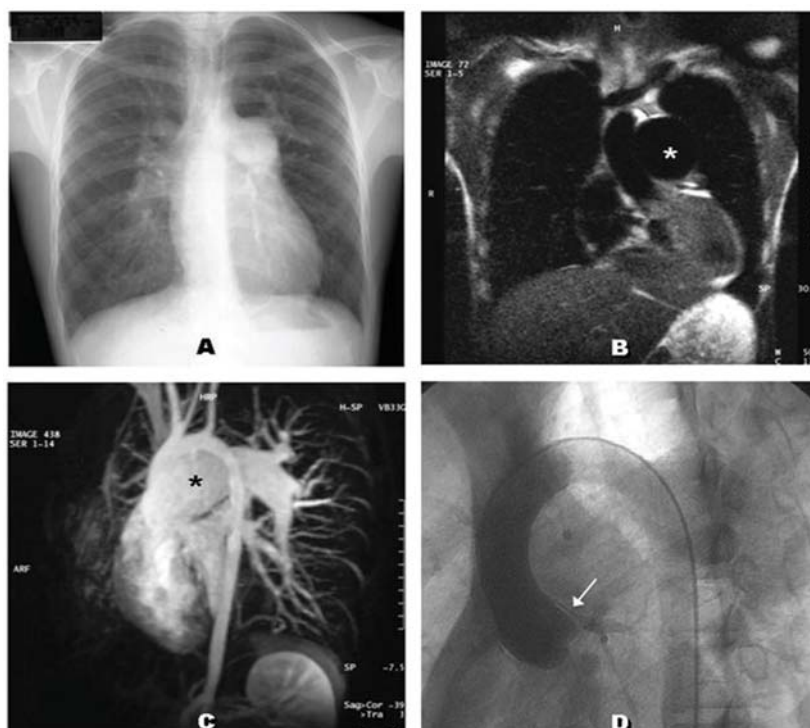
(pré-operatório) – Dilatação aneurismática do TAP demonstrada pela radiografia simples do tórax (A), tomografia computadorizada (B) e angiorressonância magnética (C); (D) estudo hemodinâmico: aortografia na incidência oblíqua anterior esquerda evidenciando obstrução importante no tronco da coronária (seta esquerda).
